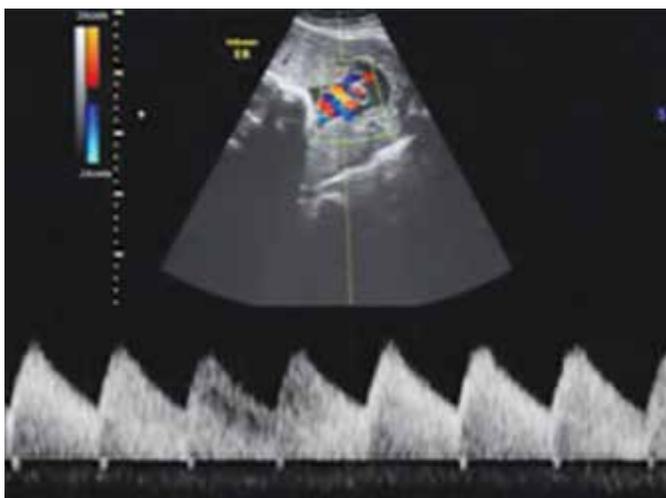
Doppler: Acretismo placentário.
